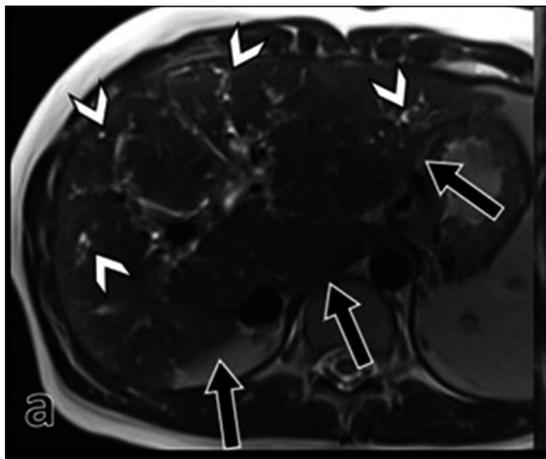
Daño hepático crónico asociado a colangitis esclerosante. Imágenes de Resonancia Magnética (RM) en secuencia T2 axial (a) que demuestra un hígado de contornos irregulares con atrofia de los segmentos posteriores e hipertrofia de los segmentos laterales y caudado (flechas negras). Nótese las dilataciones focales de la vía biliar intrahepática (cabezas de flecha).
